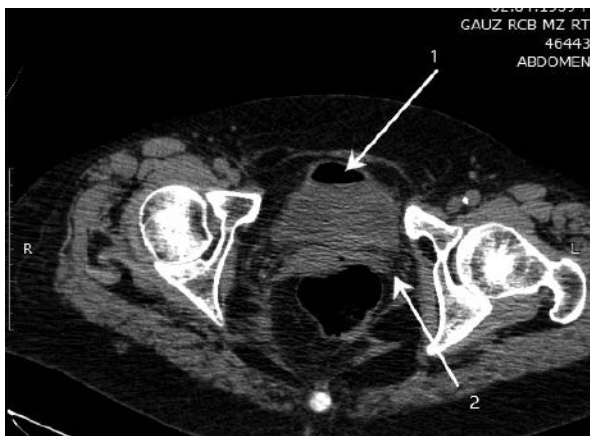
Томограмма пациентки В. 58 лет. Аксиальный срез. Дивертикулярная болезнь, осложненная формированием коло-везикального свища. Газ в просвете мочевого пузыря (стрелка 1). Инфильтрация параколической клетчатки (стрелка 2).
